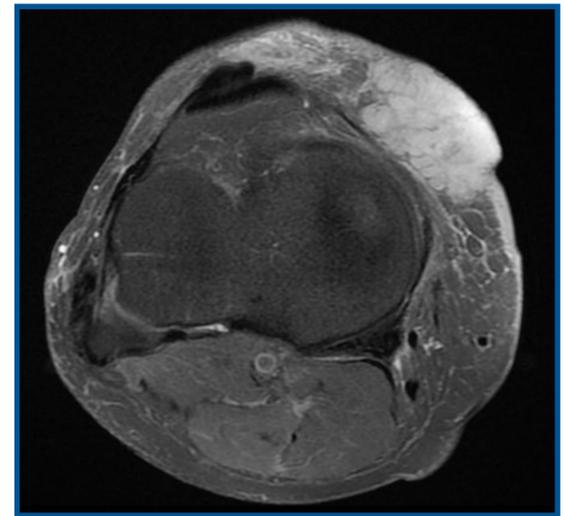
RMN, corte axial.
